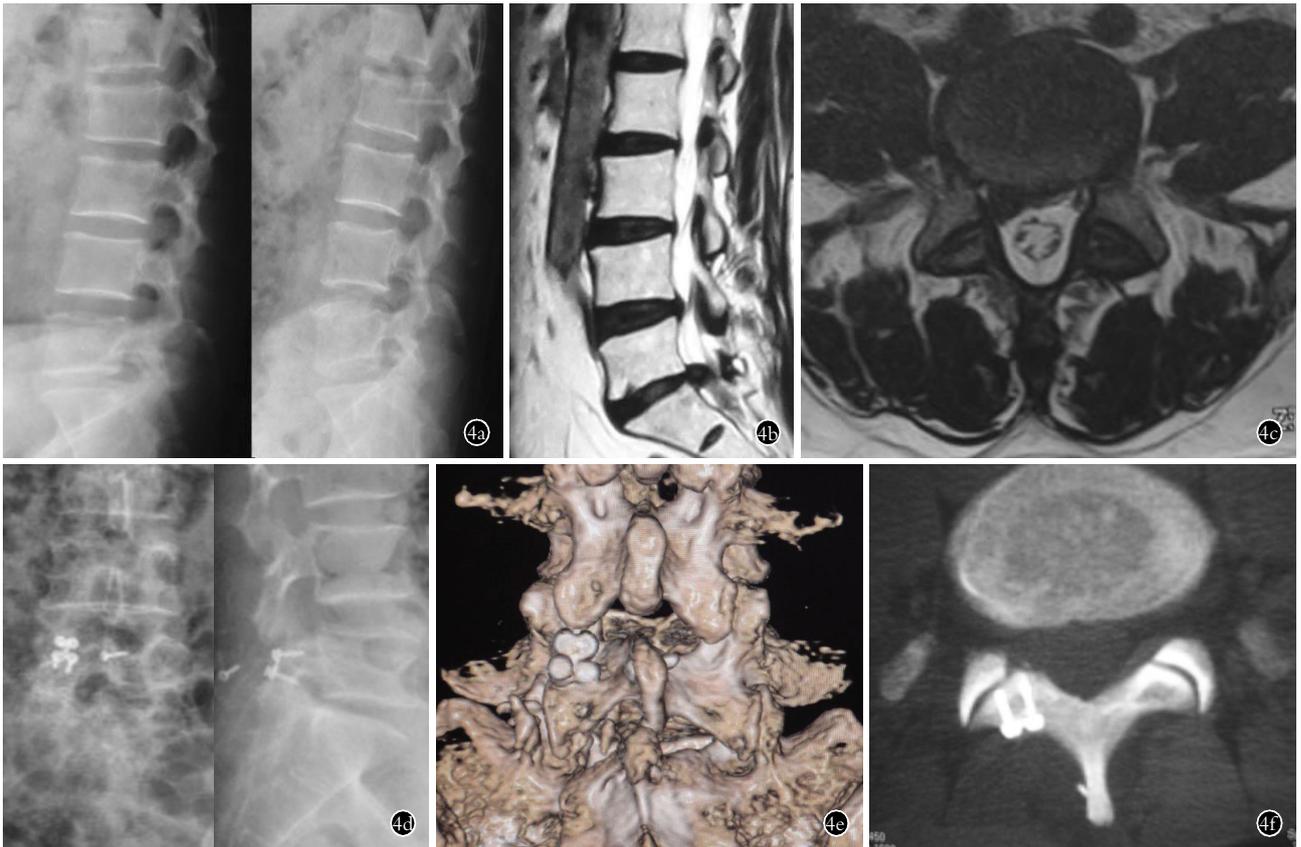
女性患者, 54 岁, 腰椎间盘突出症 4a. 术前侧位 X 线片示过屈过伸位示椎体稳定 4b. 术前 MRI 矢状位示 L₅S₁ 椎间盘突出 4c. 术前 MRI 水平位示单侧椎间盘突出 4d. 术后正侧位 X 线片示微型“工”型钛板及螺钉固定 4e. 术后 1 年三维 CT 示回植椎板已愈合 4f. 术后 1 年 CT 平扫示螺钉固定牢固无松动及断裂
